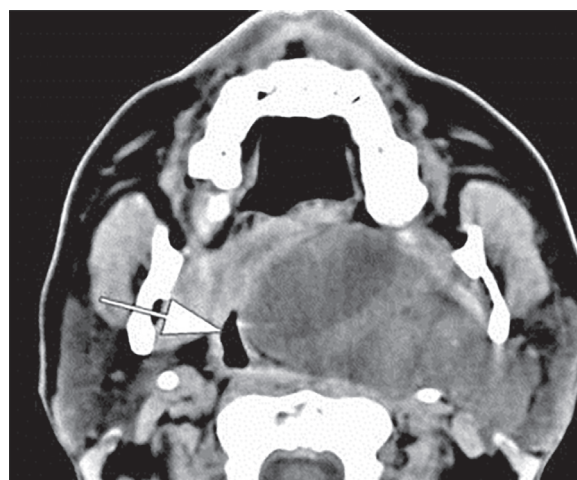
Пациент С., 42 года. МСКТ-исследование в аксиальной проекции. Плеоморфная аденома левой околоушной железы с распространением в окологлоточное пространство.
